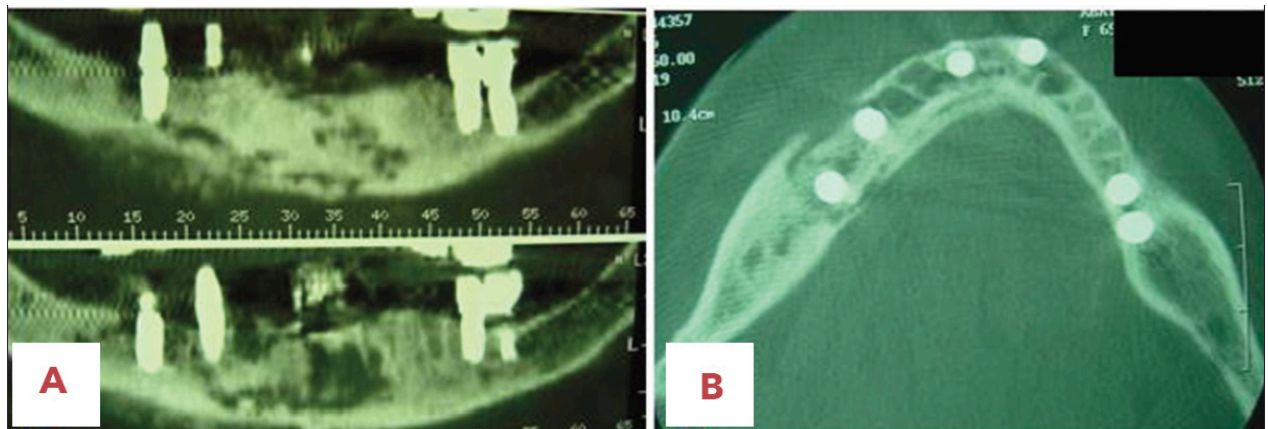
a) et b): Coupes CBCT au niveau mandibulaire (Favia et coll. (86))
